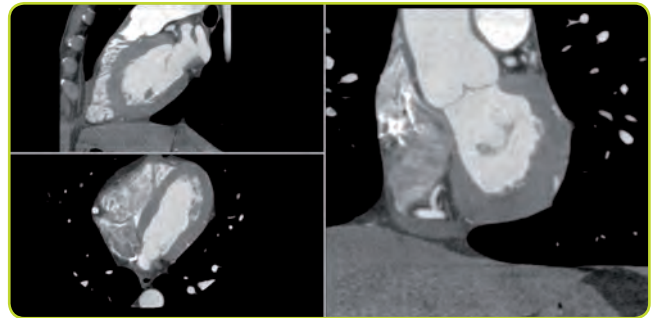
Imagen del corazón obtenida por TC usando contraste yodado hidrosoluble. Proyecciones sagital (izda. arriba), axial (izda. abajo) y coronal (dcha.).
